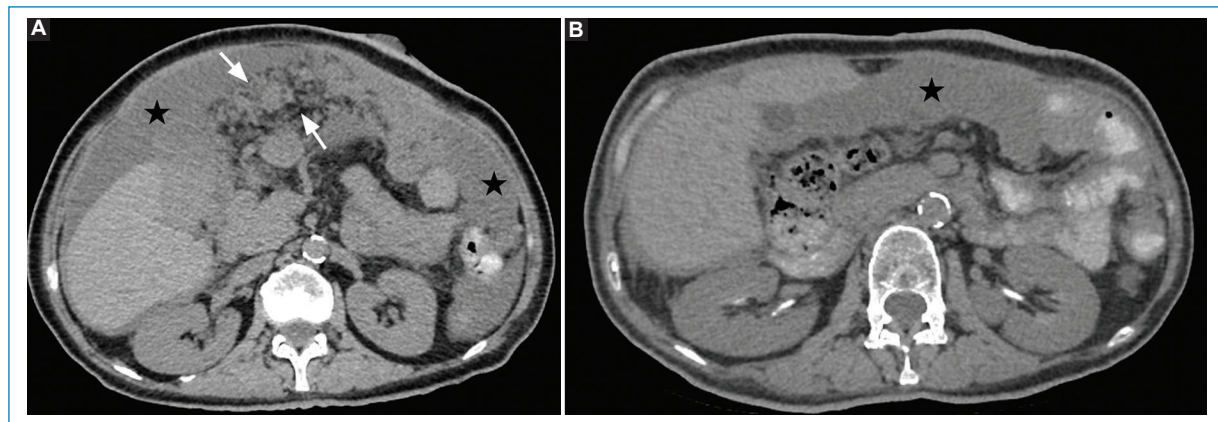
Mujer de 64 años con adenocarcinoma de colon diferenciado tipo mucinoso. La TC inicial (A) evidencia implantes confluentes con compromiso del epiplón mayor (flecha) asociado a moderado líquido libre (estrella). La TC de control postratamiento (B) muestra una reducción de tamaño de los implantes peritoneales previamente visibles, con persistencia de aparente líquido libre en dicha topografía (estrella).
